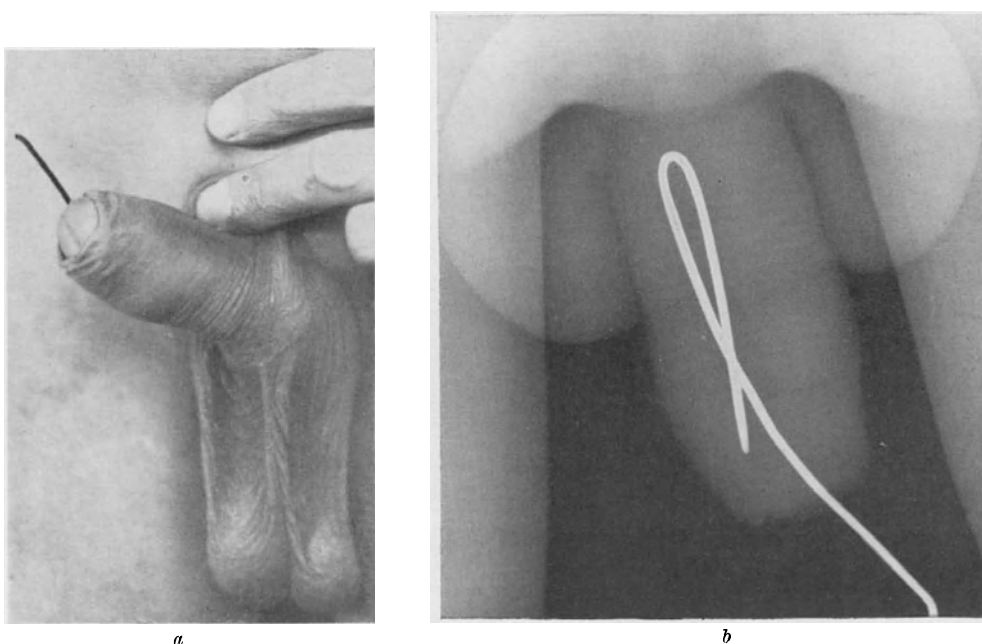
a) In die Harnröhre eingeführte Haarnadel. 14jähriger Knabe. b) Röntgenaufnahme desselben Falles.
